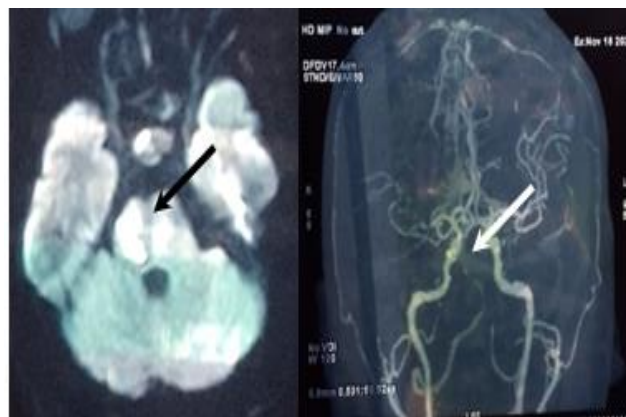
Cas 4 : Infarctus cérébral pontique de l'artère basilaire (IRM cérébrale séquence Diffusion) avec occlusion de l'artère basilaire (Angio-IRM)
